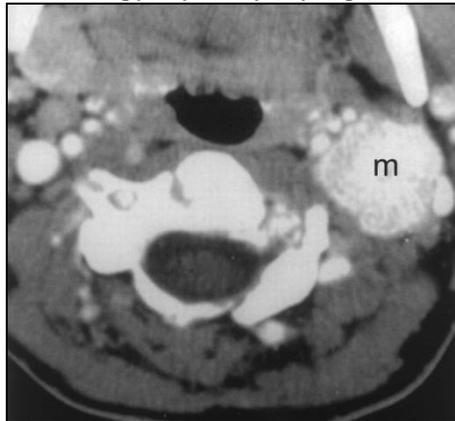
КТ-симптоматика вагальной параганглиомы
